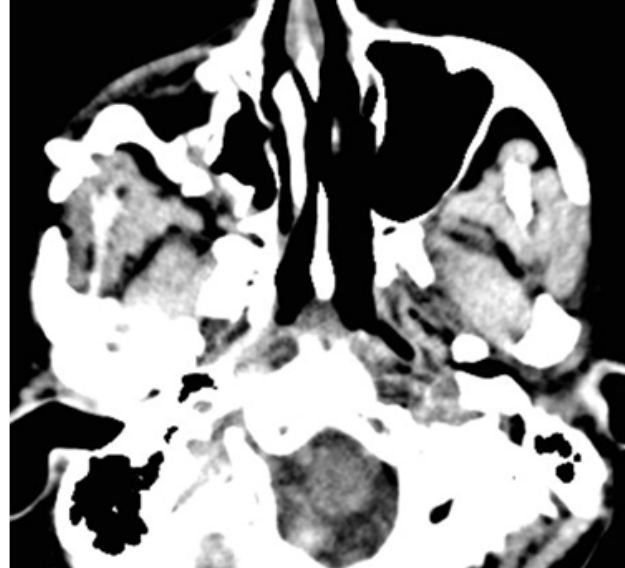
Preoperative CT A. Three-dimensional reconstruction from CT images of right-sided zygomatic "multifragment" fractures B. Axial CT scan demonstrating comminution displacement of the lateral orbital wall and infraorbital rim.
